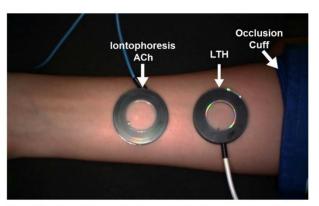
Experimental setup of microvascular function using a laser-Doppler imager with the occlusion cuff for postocclusive reactive hyperemia and the 2 chambers for local thermal hyperemia (LTH) and acetylcholine (ACh) iontophoresis.
